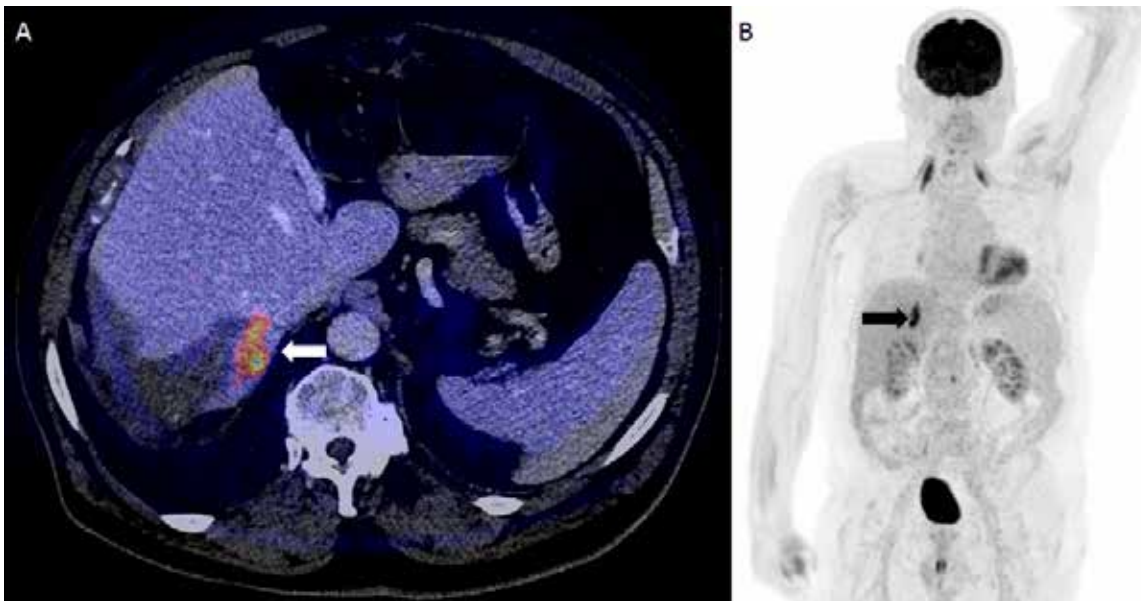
Transversal (left panel) and maximum intensity projection (right) of ^{18}F -FDG PET/CT. Arrows indicate the relapsing liver metastasis in segment 7, along the border of the ablation site.
